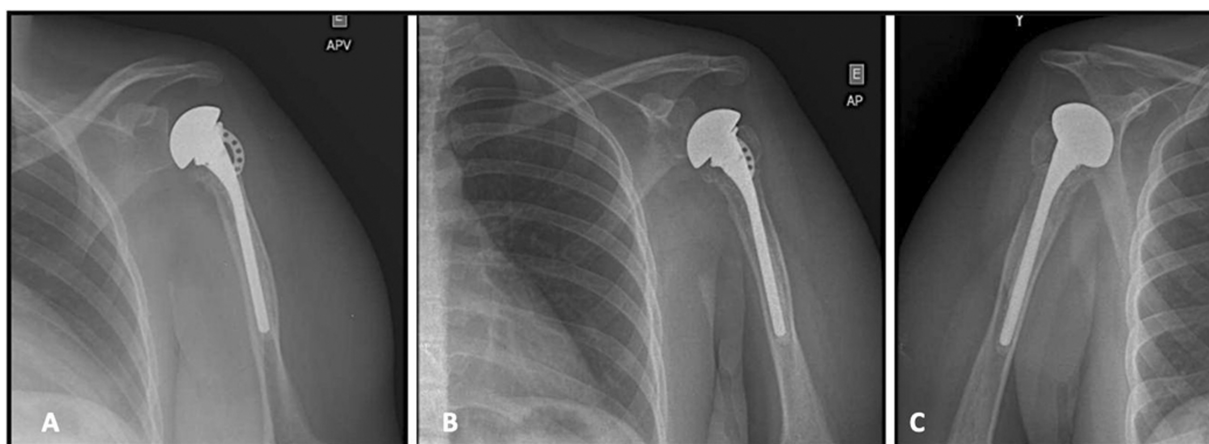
Radiografia pós-operatória imediata: (A) posição anteroposterior verdadeira; (B) posição anteroposterior; (C) oblíqua.
